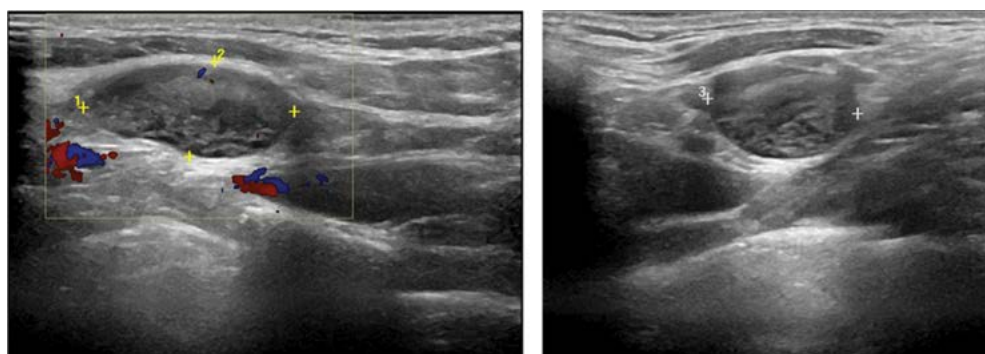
УЗИ-картина надключичной лимфаденопатии с признаками патологической перестройки лимфоузла у пациента с ОВИН
